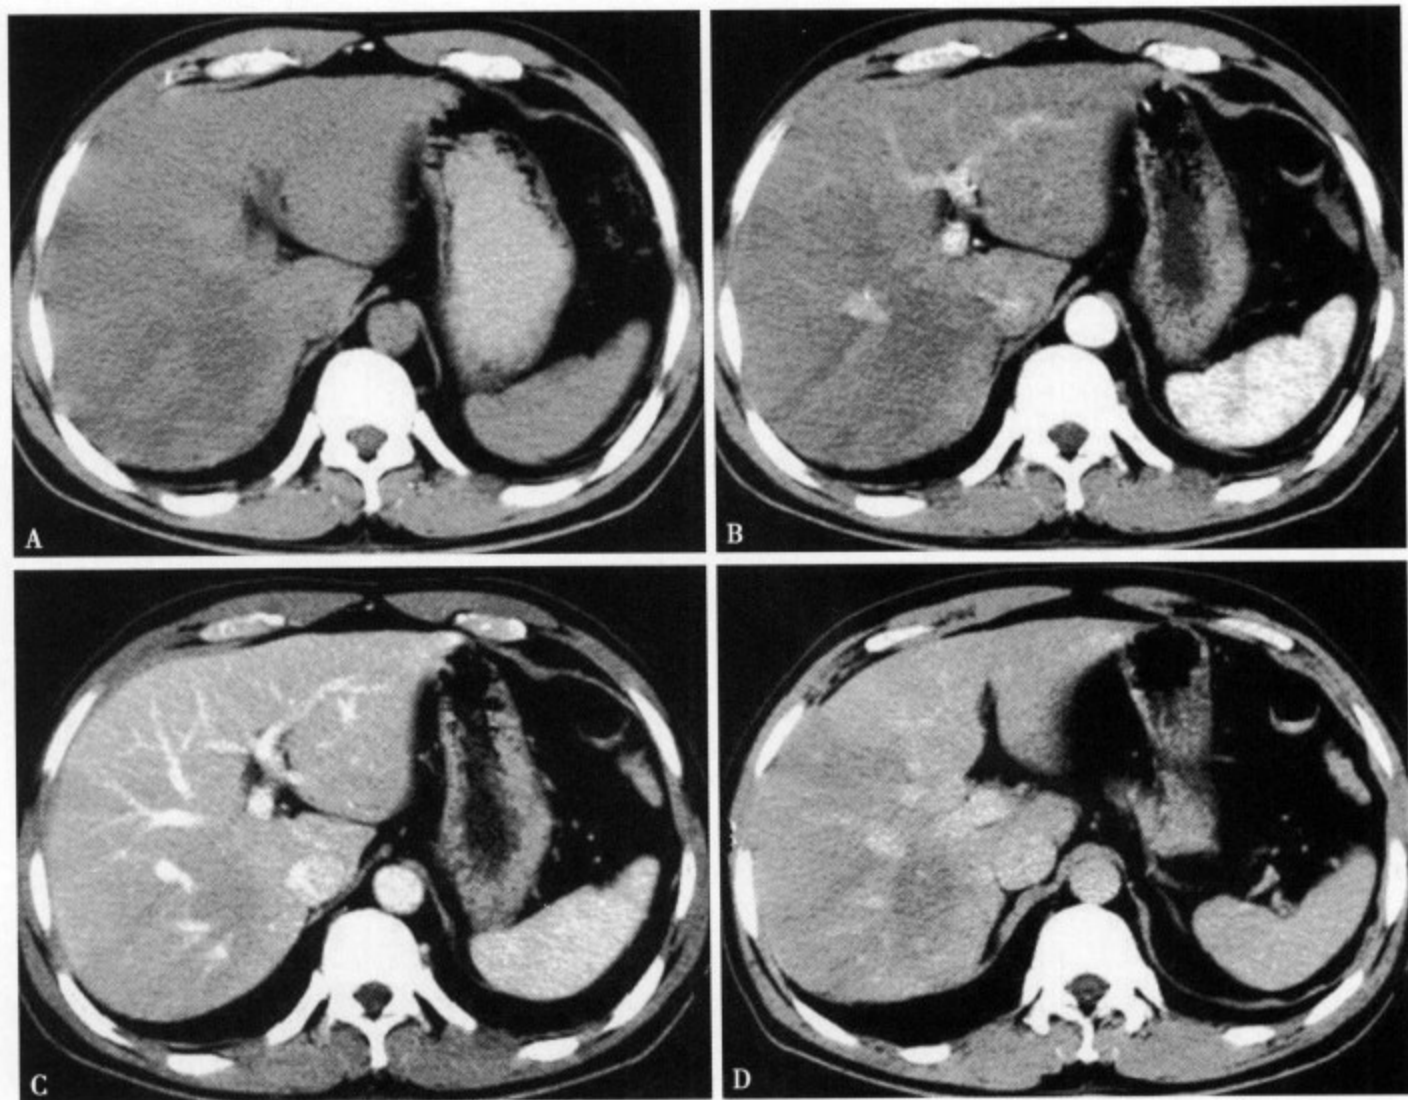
局限型脂肪肝。CT 平扫 (A) 肝右叶及左内叶实质内多发不规则形低密度影, 部分延及肝的表面, 边界不清楚, 无占位效应; CT 增强动脉期 (B)、静脉期 (C)、延迟期 (D) 病灶稍有强化, 但远不及周围正常肝组织和脾组织强化明显, 病灶内血管走行及形态均表现正常
